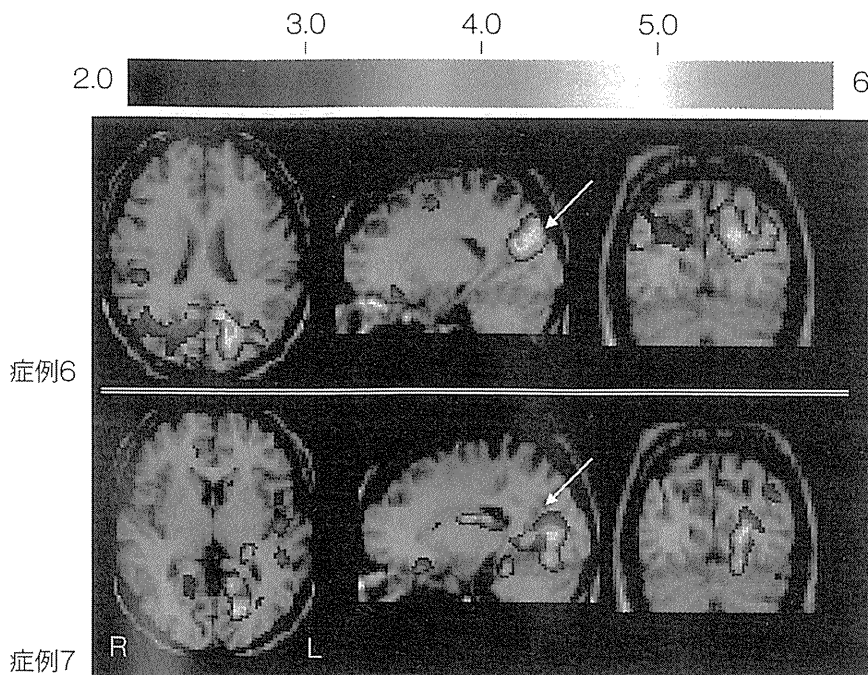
症例6, 7における発症4日目および6日目のSPECTにおける相対的血流低下部位 (eZIS)
